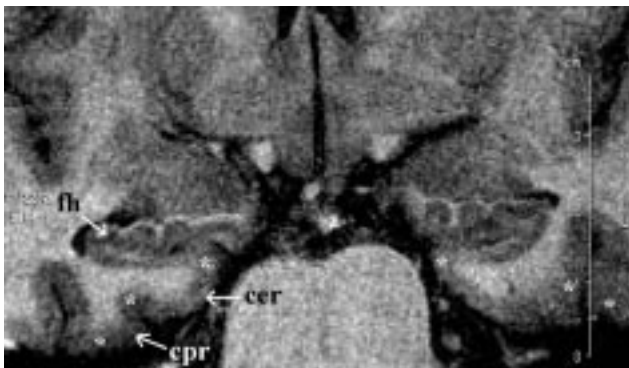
IRM coronale haute résolution (0,375 x 0,375 x 3 mm) des structures temporales internes d'un sujet contrôle jeune (en collaboration avec le centre d'IRM fonctionnelle de Marseille). Abréviations : voir figure 2. * : limite théorique entre les différentes aires selon Insausti *et al.* (1998).
